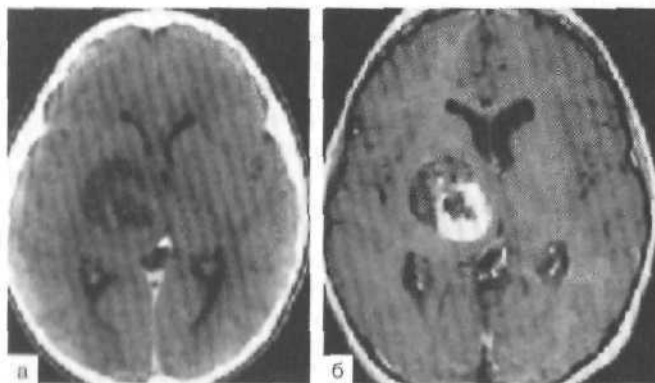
Пилоидная астроцитома области подкорковых узлов справа. а — КТ с контрастным усилением; б — МРТ (T_1 -режим) с контрастным усилением.
